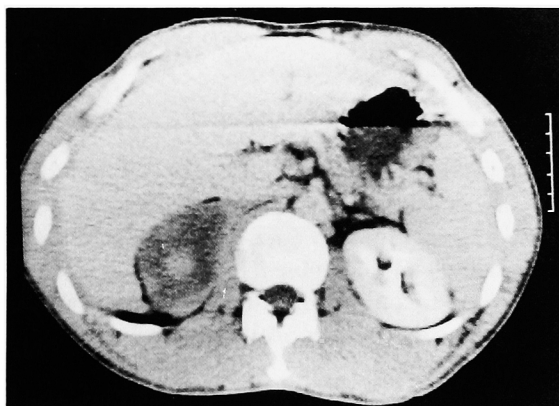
Enhanced CT revealed a focal enhanced region in the middle of tumor.
